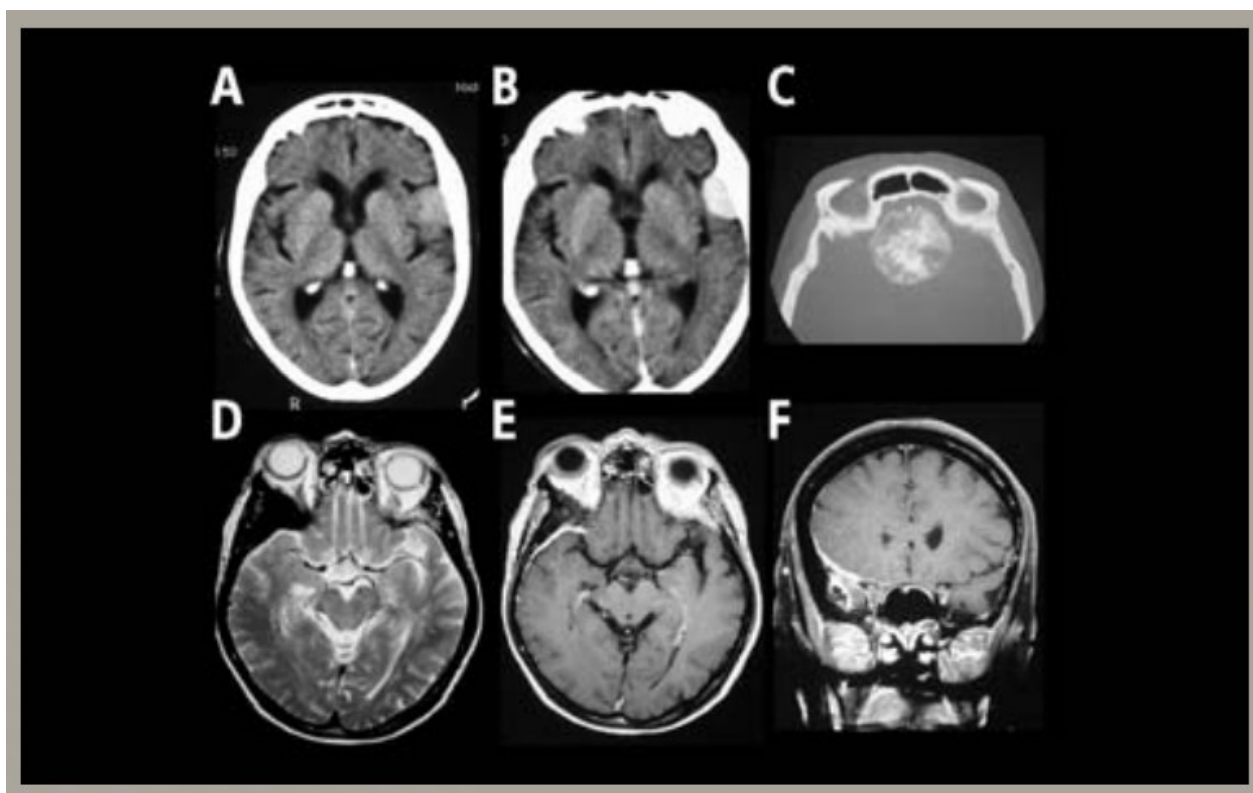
aspects typiques des méningiomes au scanner et à l'IRM
